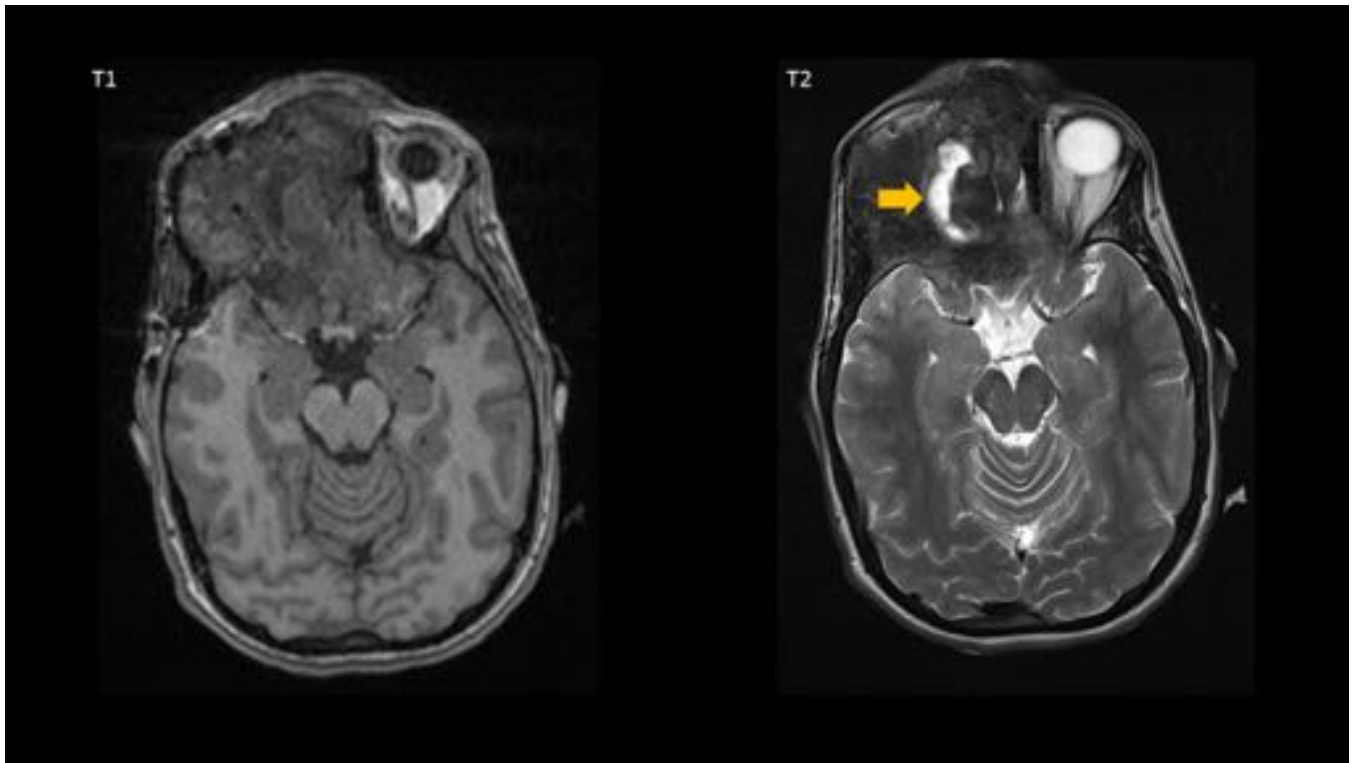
Displasia fibrosa. RM de la paciente de la figura 11. La lesión ósea localizada en el hueso frontal presenta amplias áreas de marcada hiposeñal en todas las secuencias, correspondiendo a áreas
